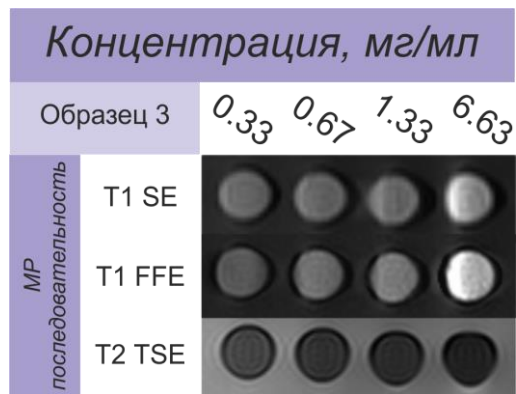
МР-изображения образца 3 в T1 и T2 режимах. Фон на МР-томограммах – вода. Указана концентрация по магнетиту.
